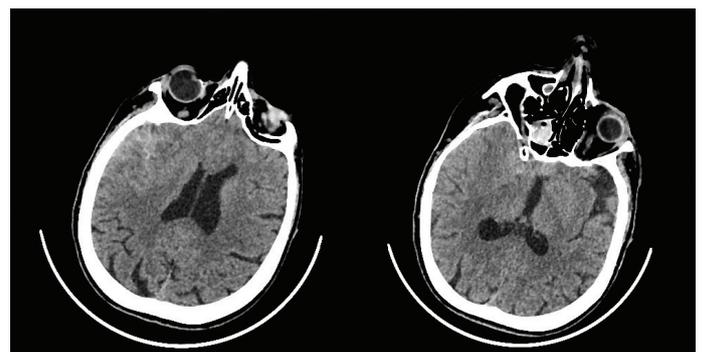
Рентгеновская компьютерная томография головного мозга от 24.01.2024
